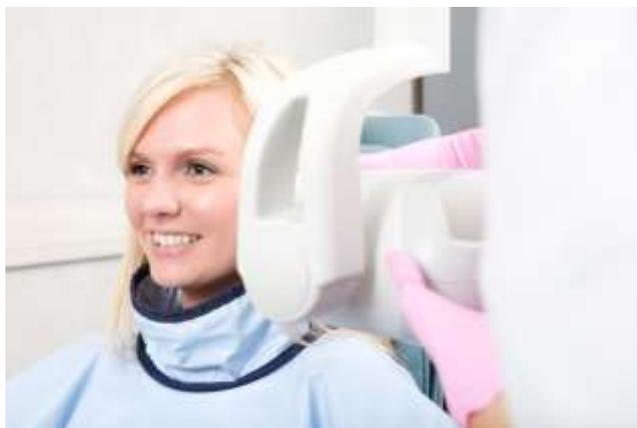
Paciente utilizando delantal con cuello aplomado para la toma de radiografía periapical.
